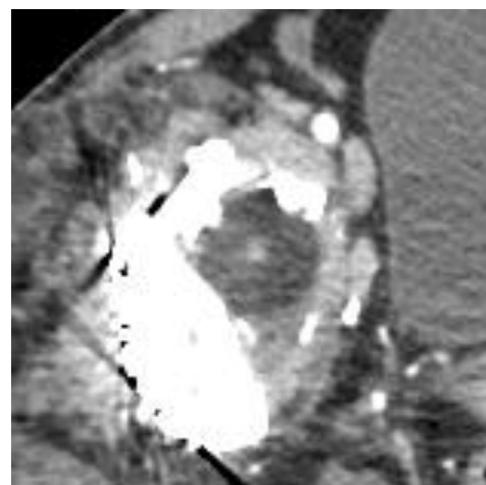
Angiotomografia que demonstra contato direto da veia ilíaca externa com o componente acetabular.
